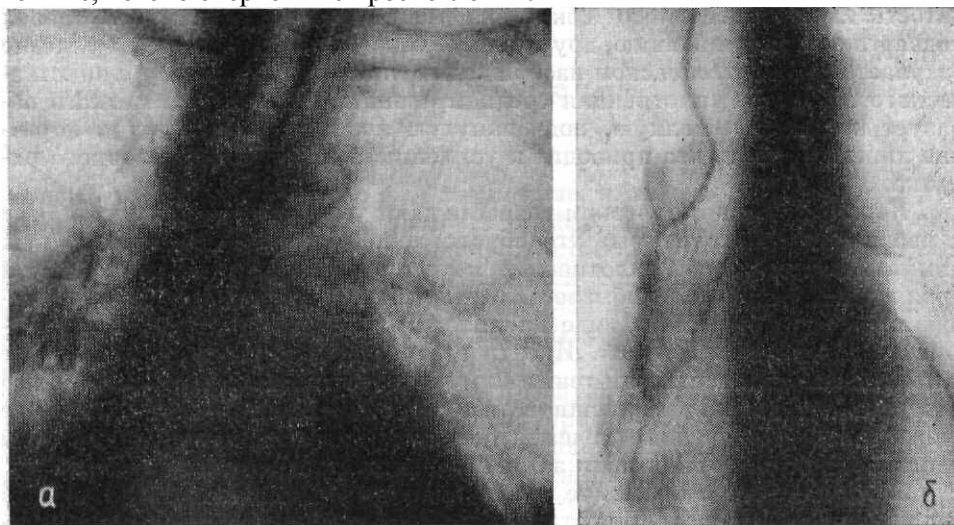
Рентгенограмма (а) легких и томограмма (б) трахео-бронхиального слоя в прямой проекции в пожилом возрасте. Кальцинация хрящей трахеи и бронхов.
